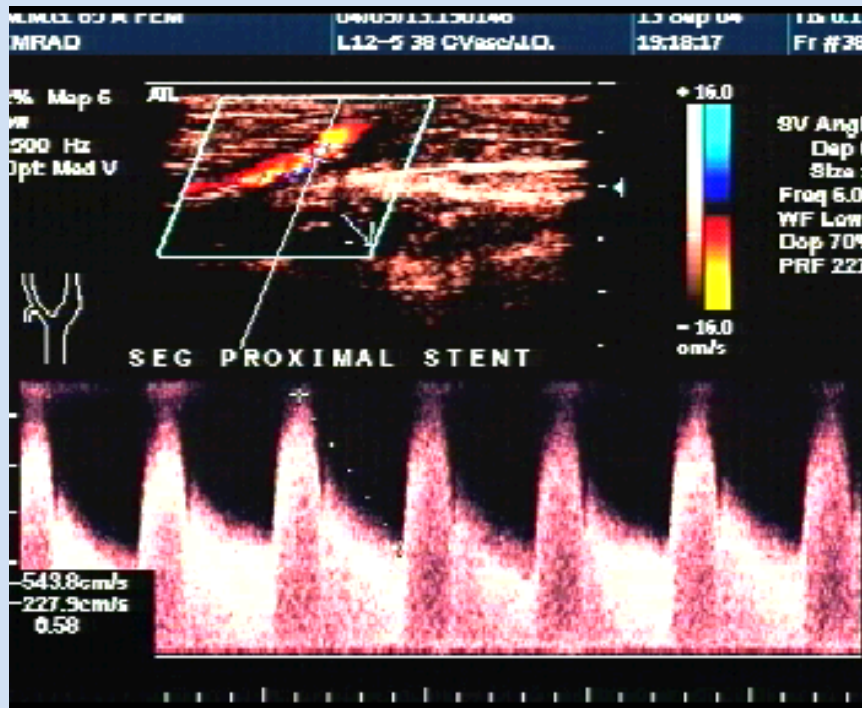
Estenose intra-stent carotídeo. Color Doppler e Doppler pulsátil.
